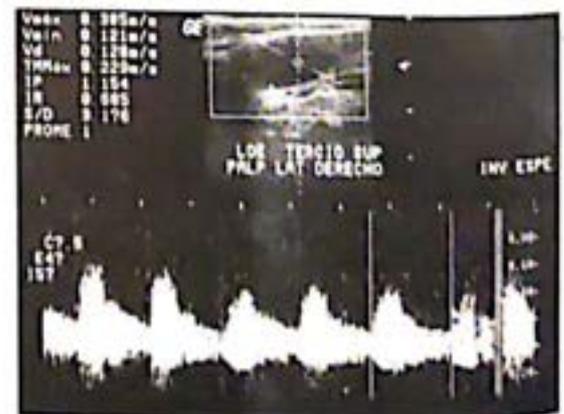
Onda Doppler en hilio ganglionar sugestiva de benignidad, sin evidencia de neovascularización.
